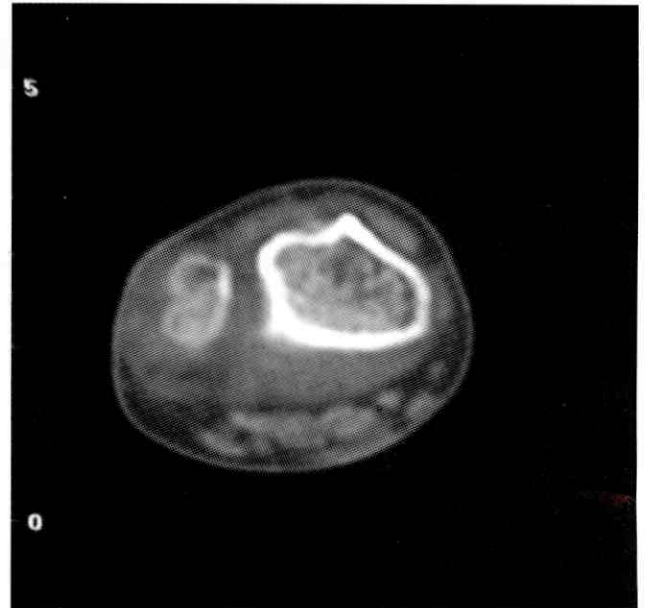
TAC preoperatoria
